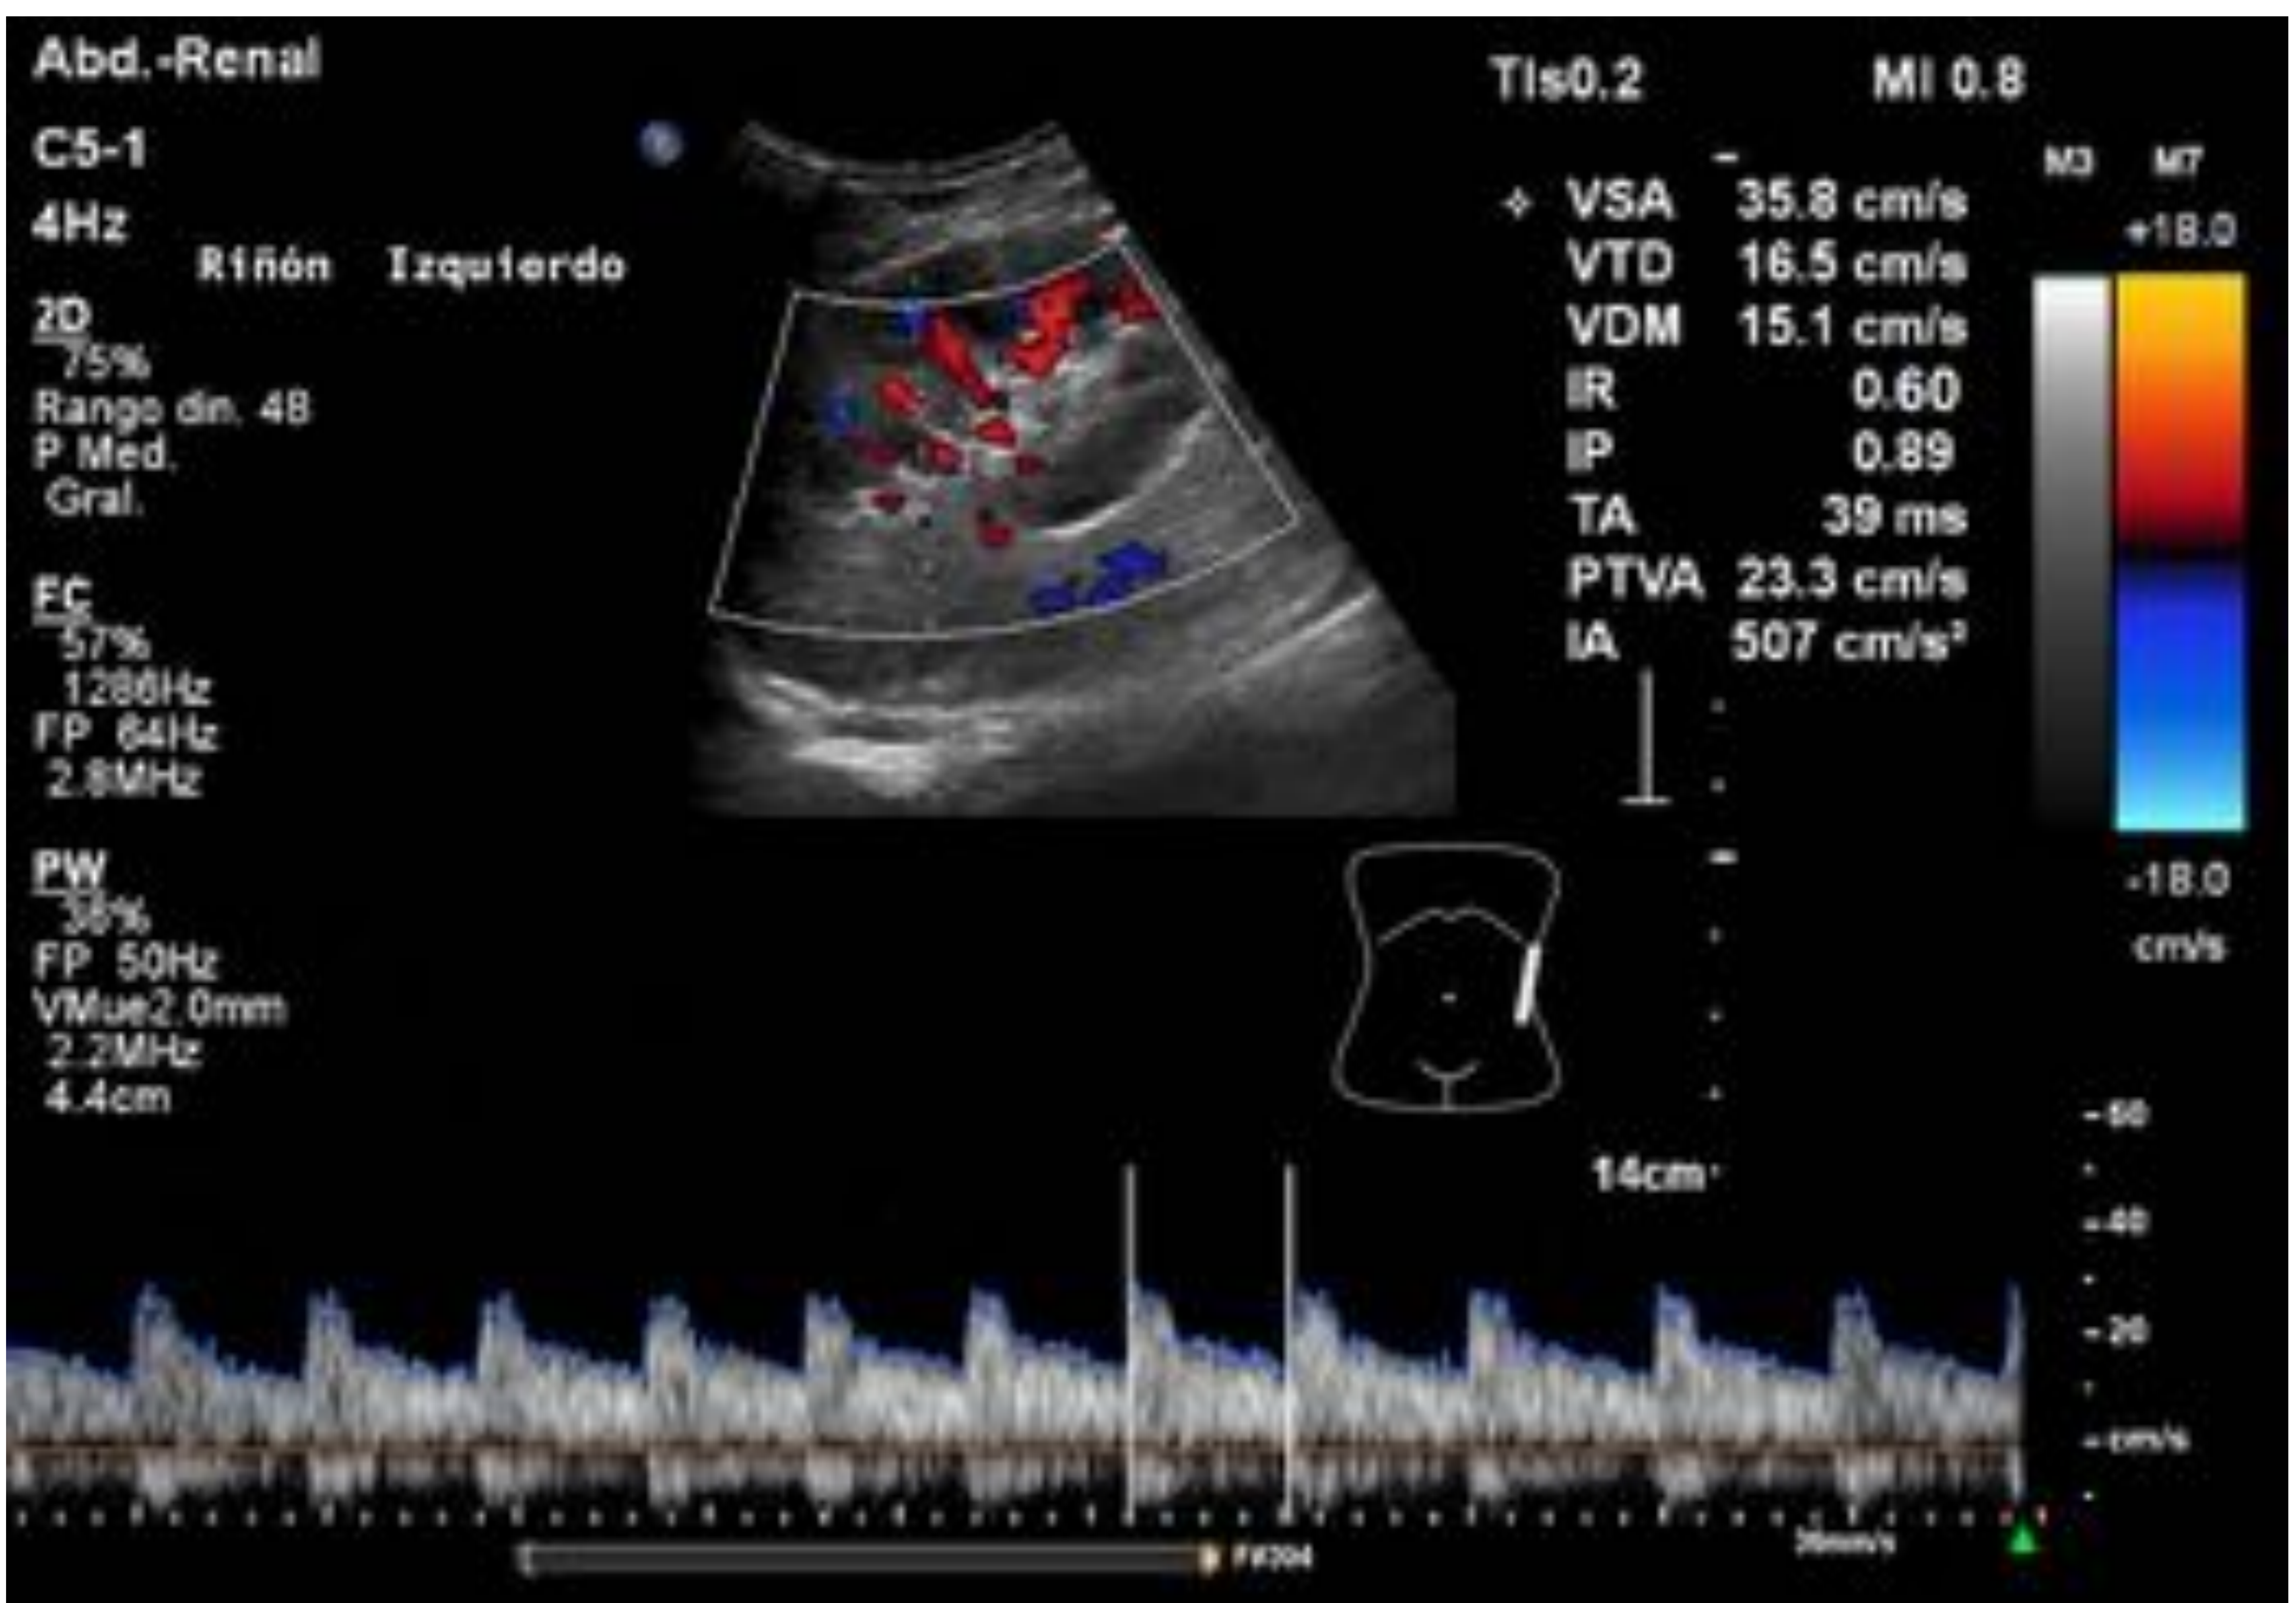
Corte longitudinal en flanco izquierdo en decúbito supino. Doppler color y pulsado de arteria segmentaria. Medición automática de parámetros indirectos, que se presentan dentro de límites normales.
